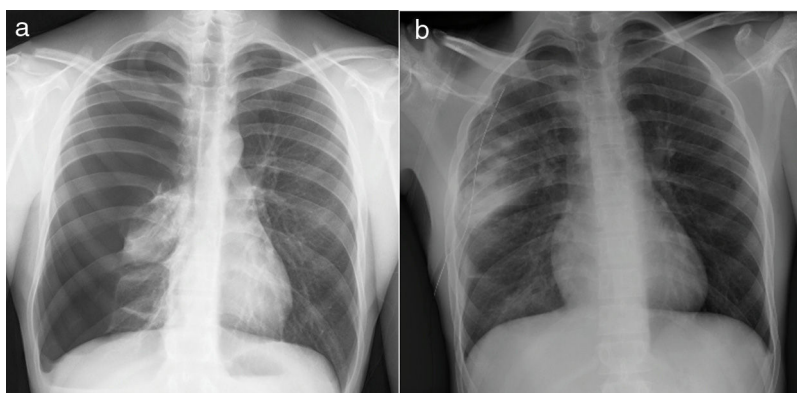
a) Radiografía de tórax con neumotórax masivo derecho asociado a colapso del pulmón derecho; b) Radiografía de tórax de control, que muestra reexpansión del pulmón derecho con infiltrado en el lóbulo superior (b).
